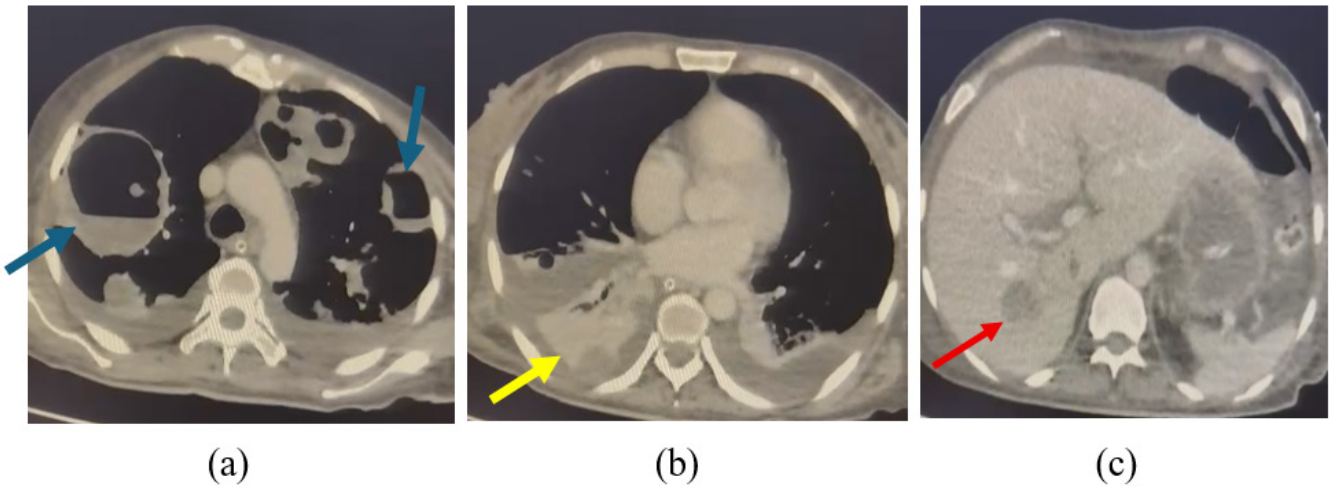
tomografía de tórax con contraste donde se evidencia cavitaciones abscedadas en ambos campos pulmonares (flechas azules) asociado a probable embolismo pulmonar séptico (a), atelectasia de segmento posterior lateral lobar inferior derecho (flecha amarilla) condicionado por ocupación líquida de sus bronquios segmentarios (b). tomografía de abdomen con contraste una lesión hepática en segmento VI/VII (flecha roja) de aspecto indeterminado (c).
